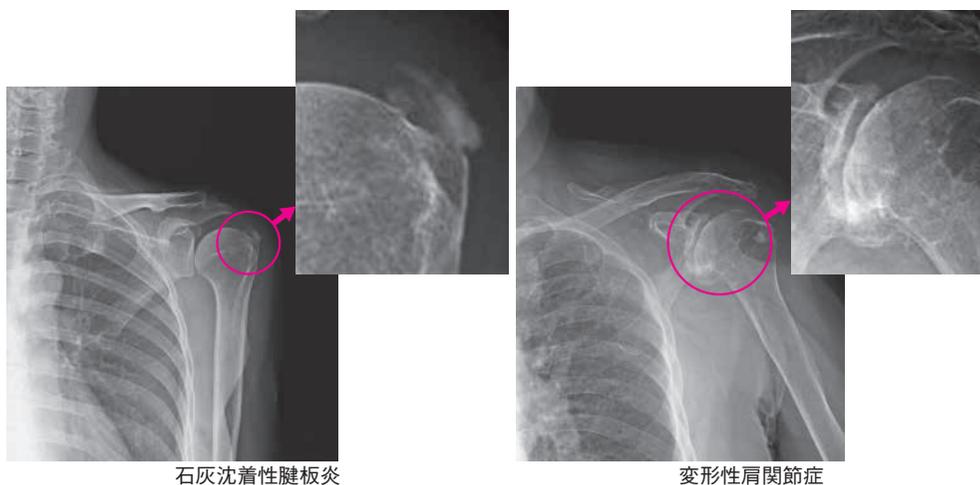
肩関節周囲炎の中でX線で診断がつく2つの疾患
